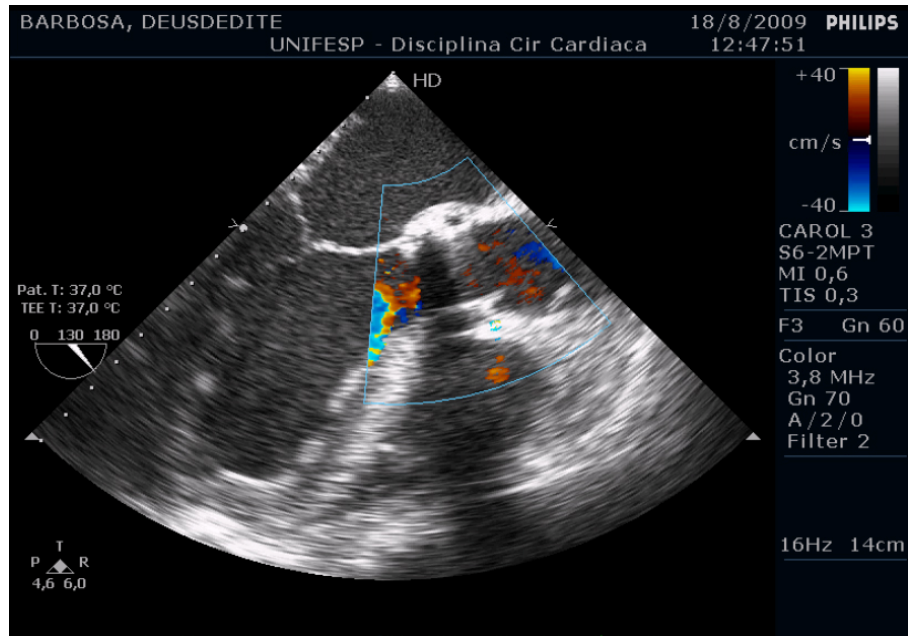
Ecocardiograma transesofágico. Presença de extensa calcificação anular com sombra acústica posterior.
